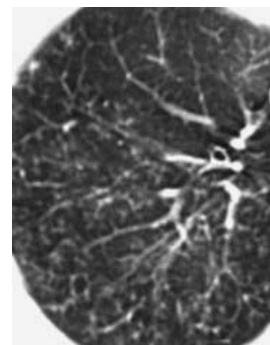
Саркоидоз 2-й стадии. Общее изображение и фрагмент легочной паренхимы с увеличением. Мелкоочаговая диссеминация с комбинацией интерстициального и центрилобулярного распространения гранулем. Неопределенные КТ-данные.
